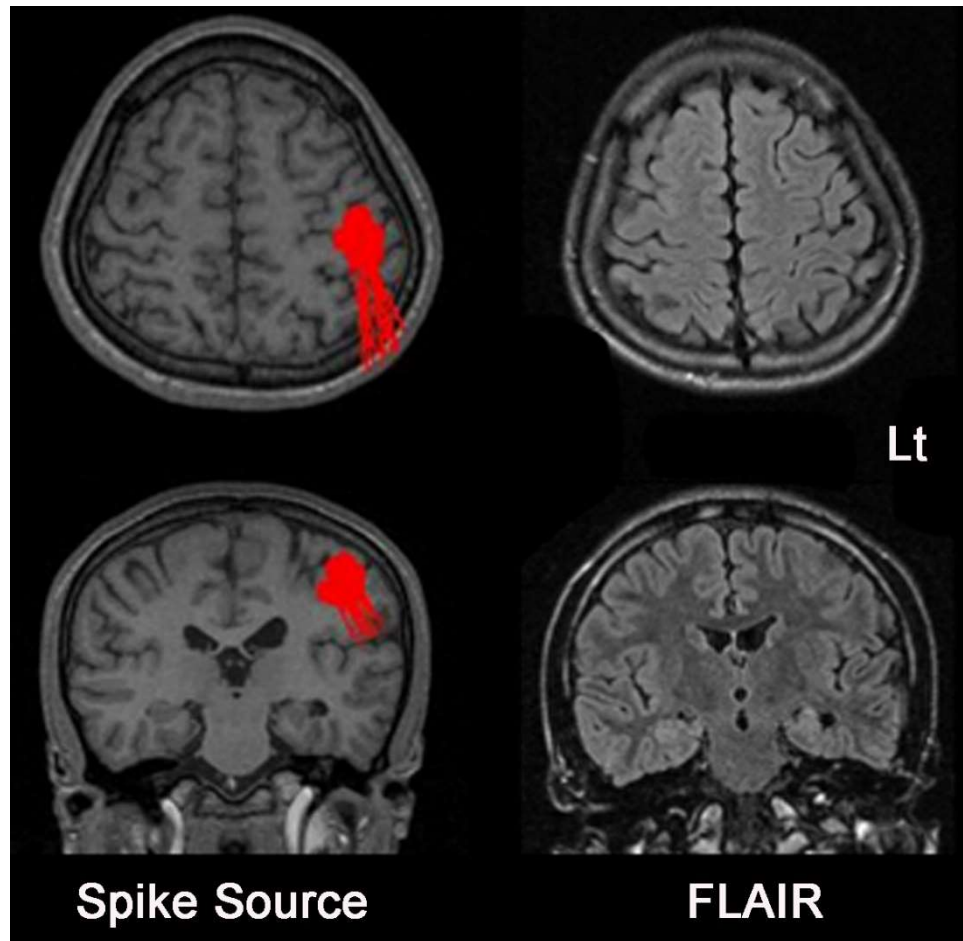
MSI と MRI(FLAIR)画像
